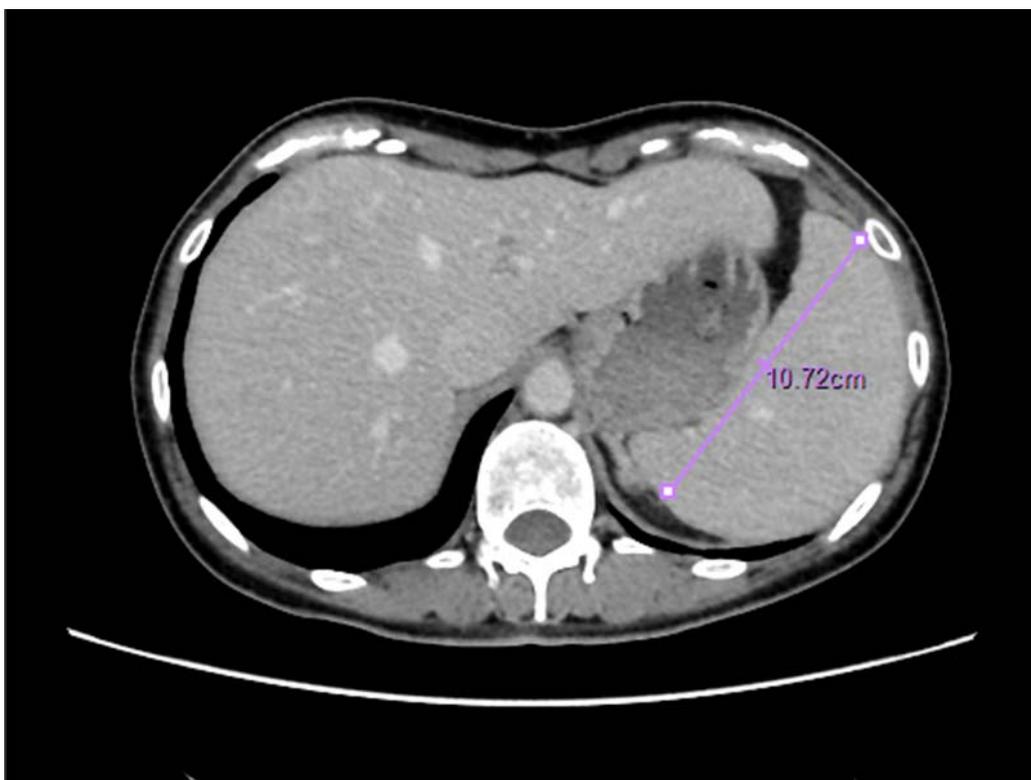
40才台の女性タンジール病患者に認められた脾腫の腹部造影CT像
